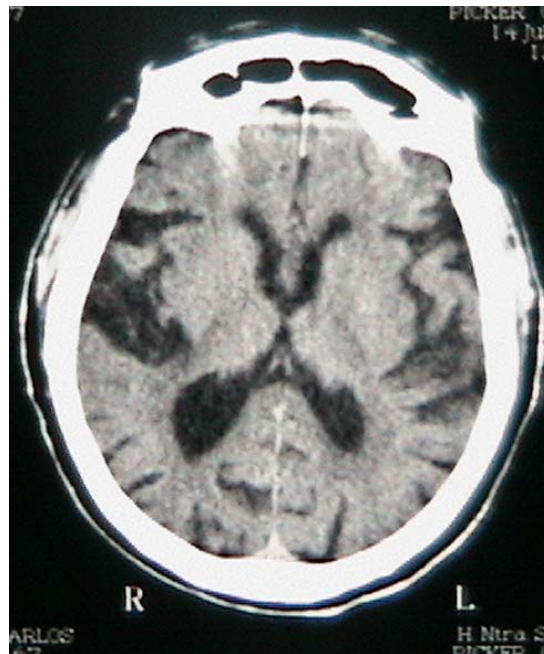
TC de cràneo: hipodensidad perisilviana bilateral
